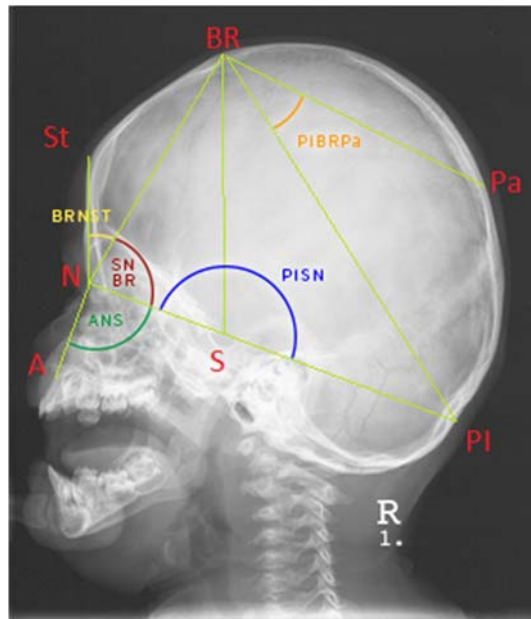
Latero-laterale Röntgenaufnahme. Eingezeichnet sind die radiologischen Punkte BR, N, S und PI, Pa, St und A. — Strecke zwischen zwei radiologischen Punkten. Eingezeichnet sind die Winkel ANS, SNBR, PIBRPa, BRNST und PISN.
